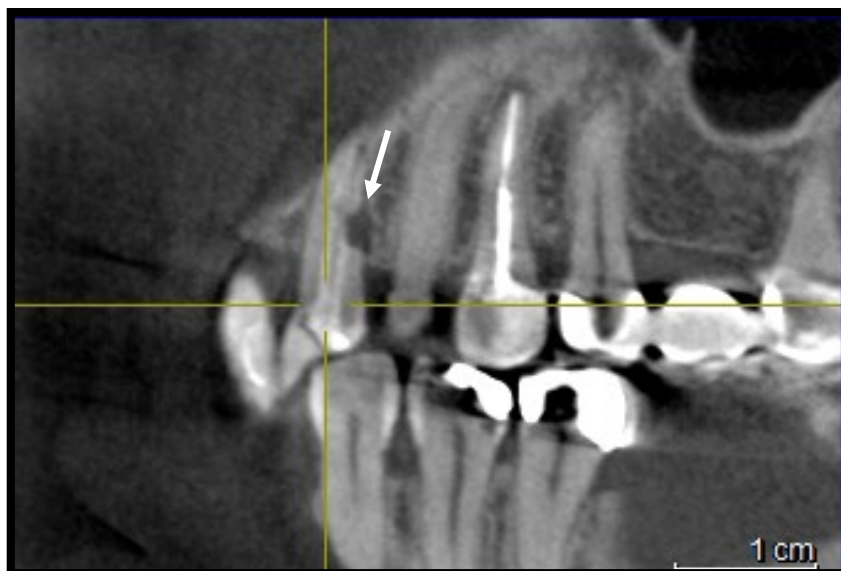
Imagem de CBCT, num corte tangencial.
